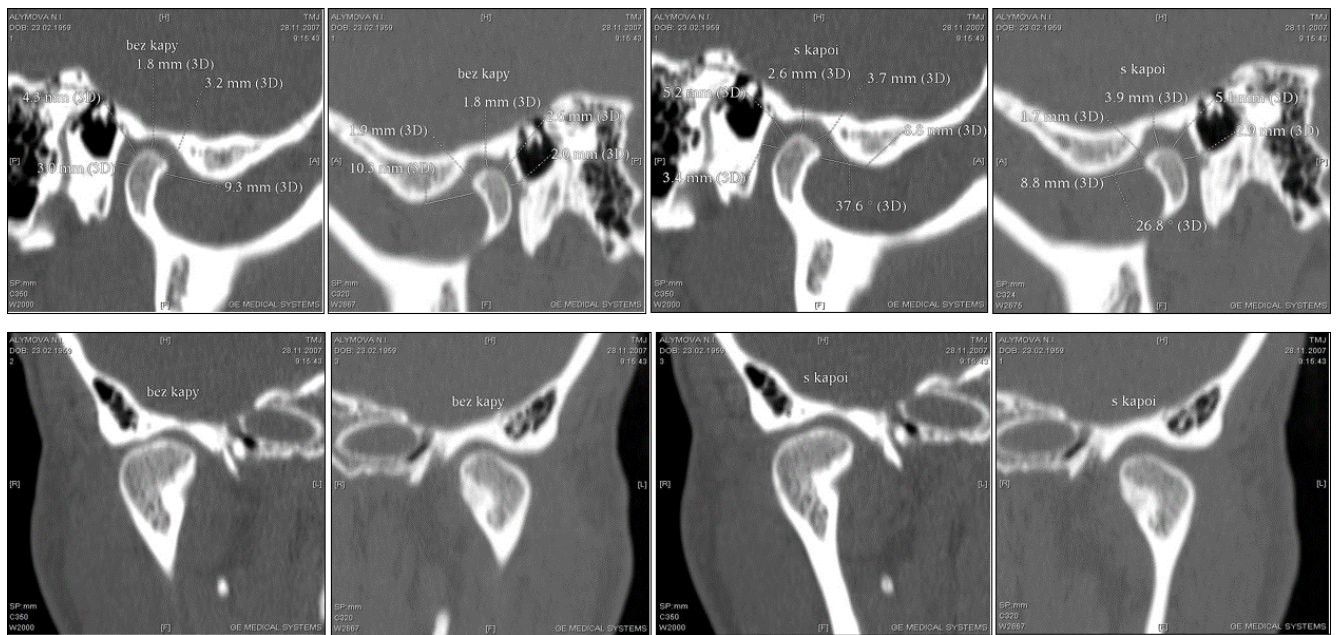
39. – фото КТ ВНЧС пациента Д., амбулаторная карта № 1654\23, в центральной окклюзии
